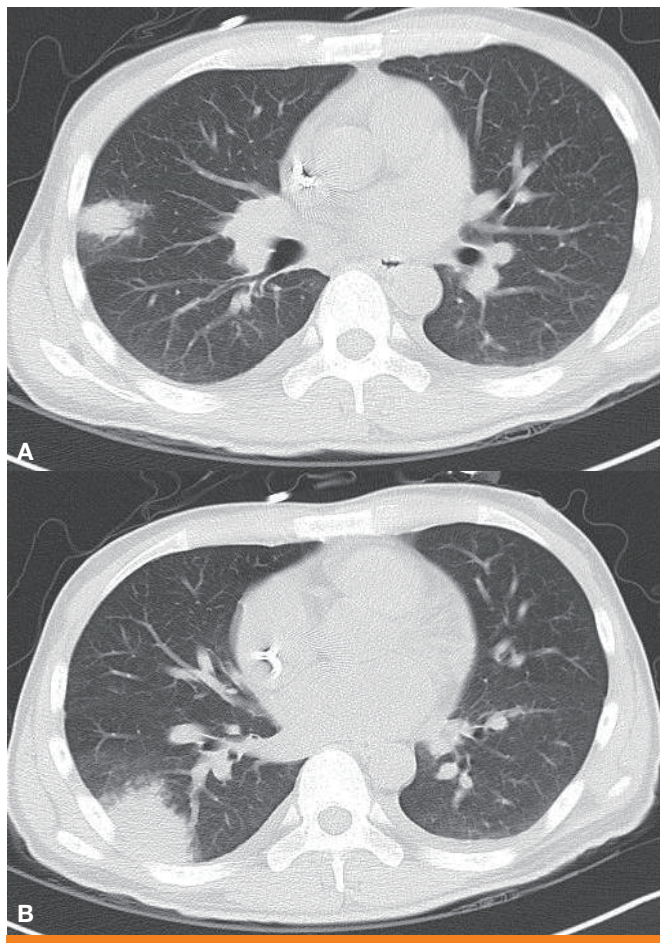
The chest CT scan on day 17 showed multiple ovoid subpleural consolidations in the right middle (A) and lower lobes (B).
